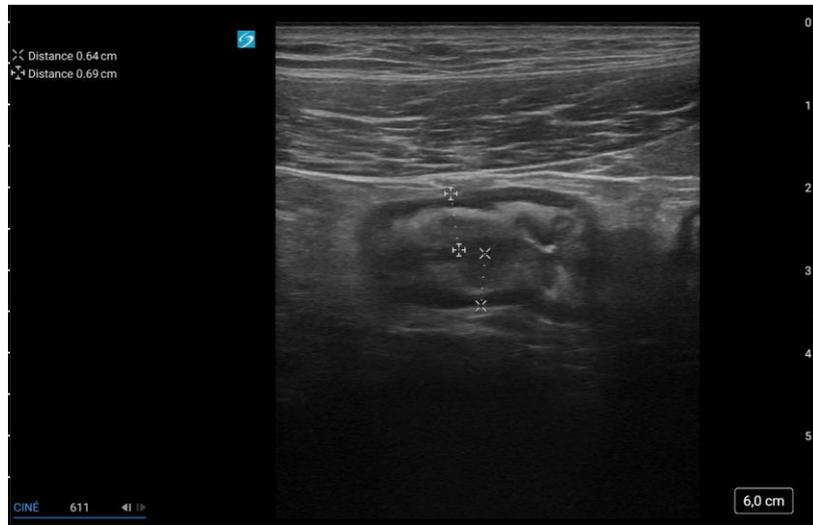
Aspects échographiques d'une iléite terminale infectieuse :
